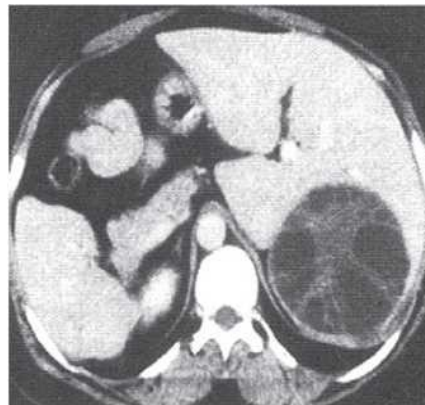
Imagine TC. Chist hidatic.
